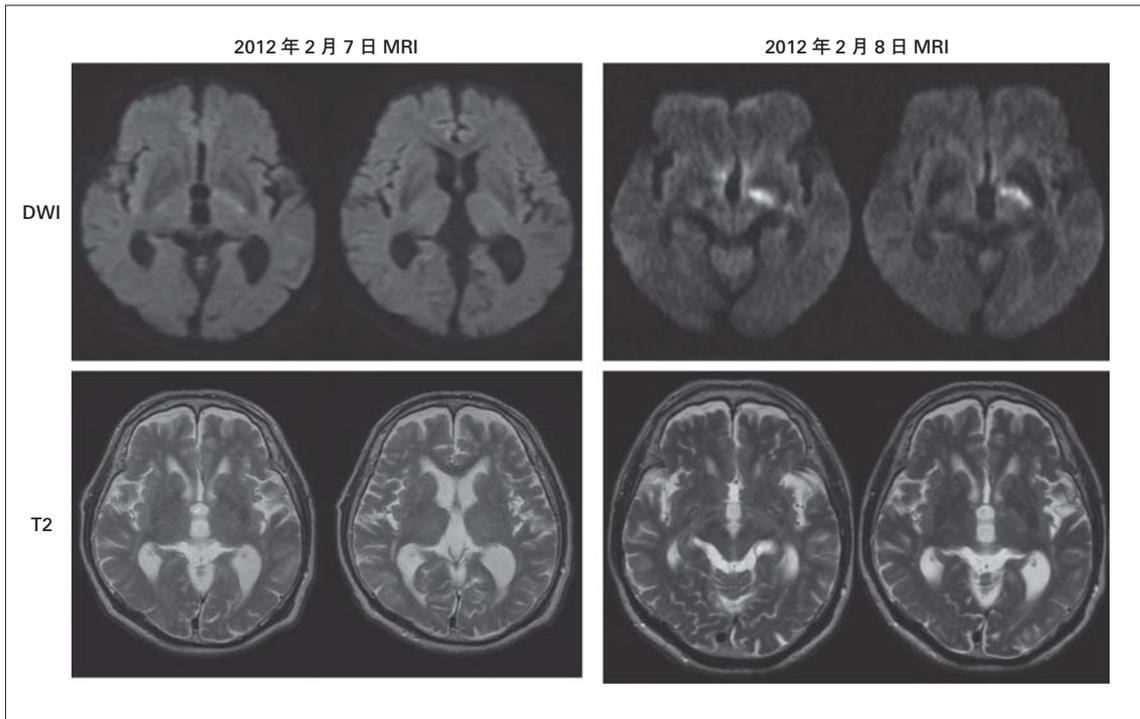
MRI 所見 (第 2 回脳塞栓症発症時)
